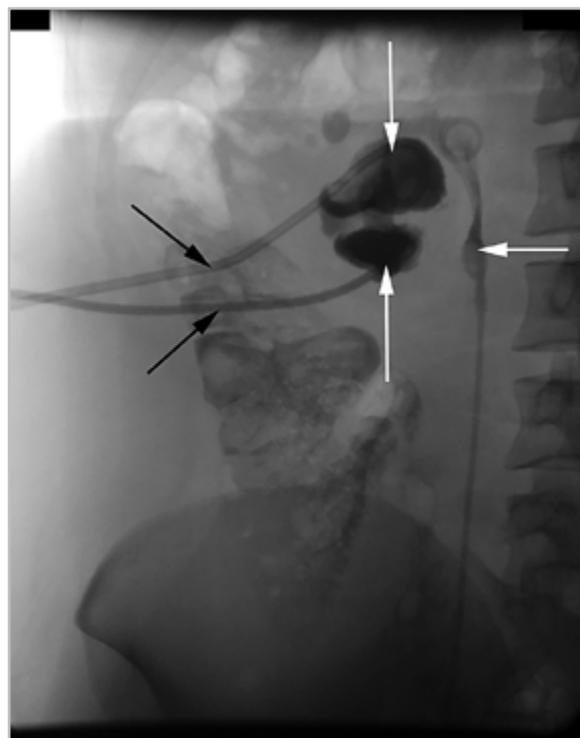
Контрольная прицельная рентгенограмма абсцессов правой почки. После введения контрастного вещества через дренажи контрастировались полости абсцессов (*вертикальные белые стрелки*) и правильно расположенные в них дренажные трубки (*черные стрелки*). Мочеточник стентирован, в его верхней трети содержится камень (*горизонтальная белая стрелка*)
